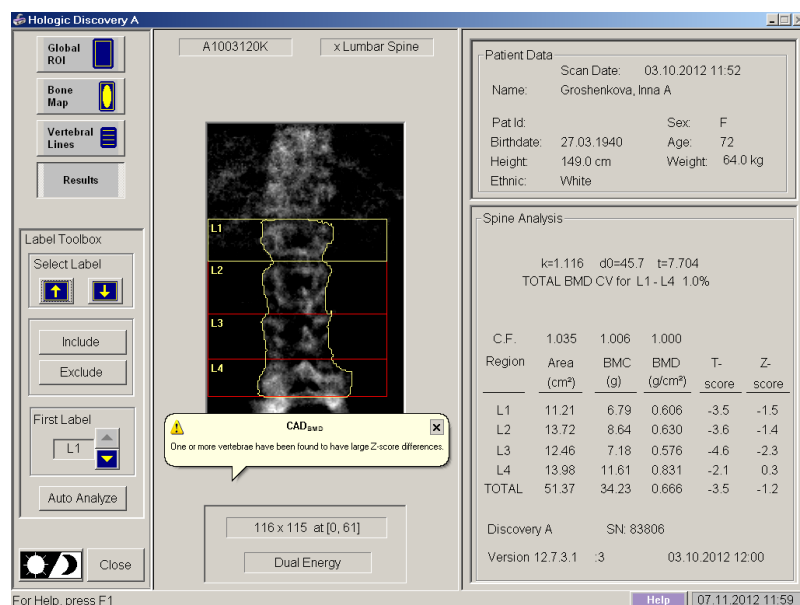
Результаты рентген-денситометрии.
